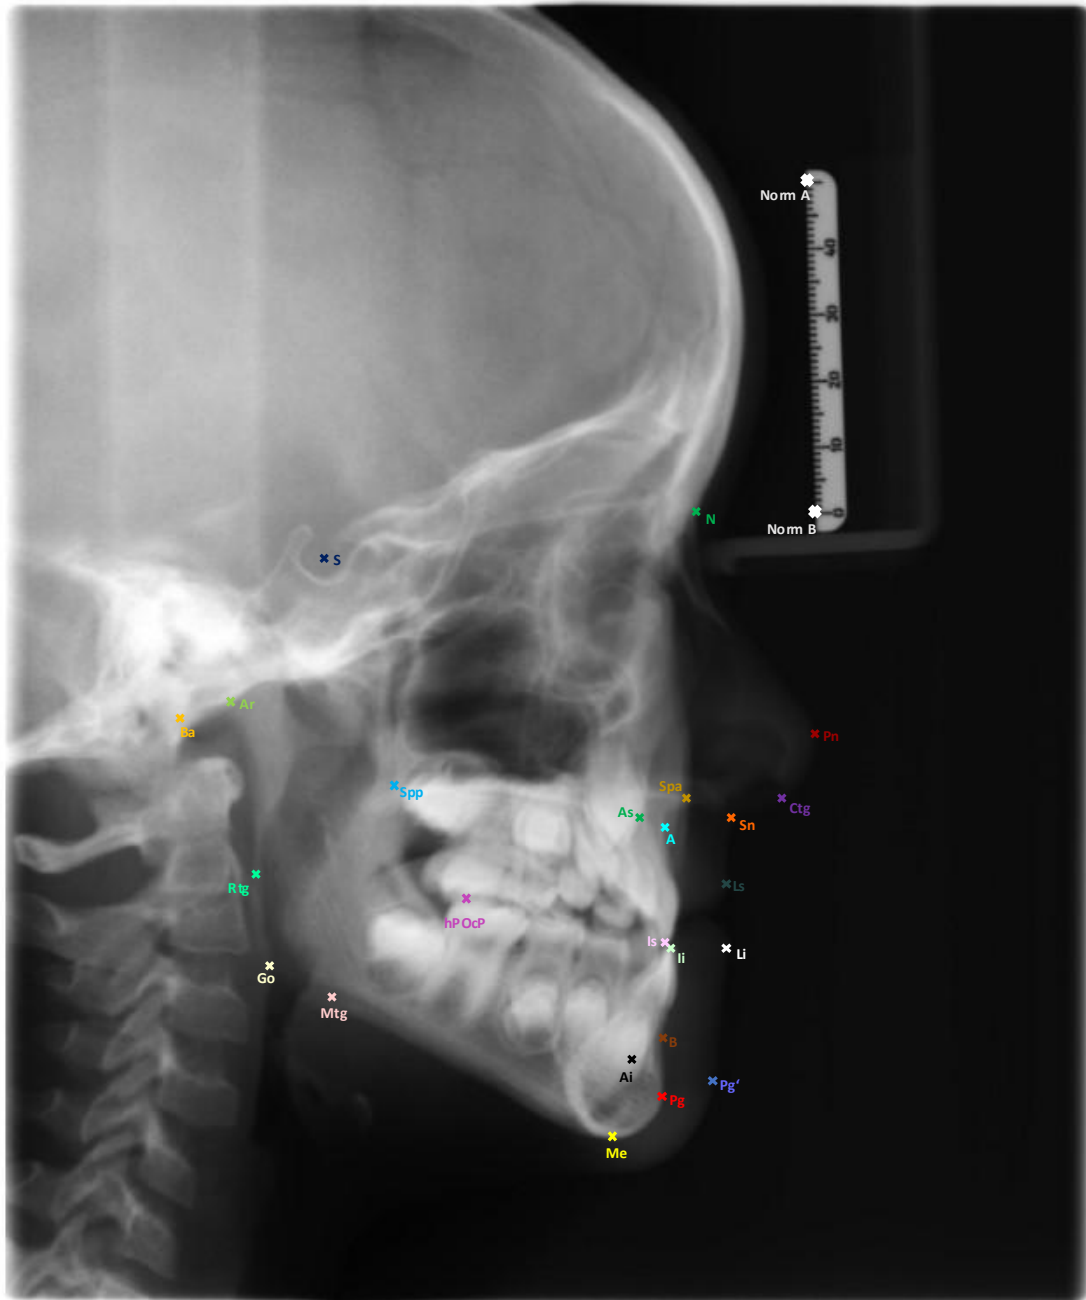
Fernröntgenseitenpunkte [60],[62]
